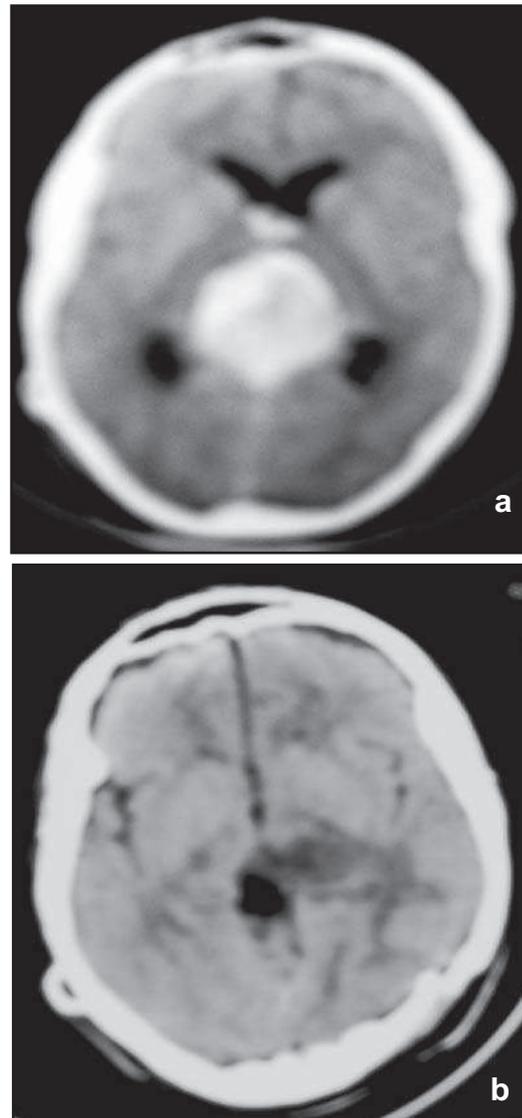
TDM d'un Germinome
